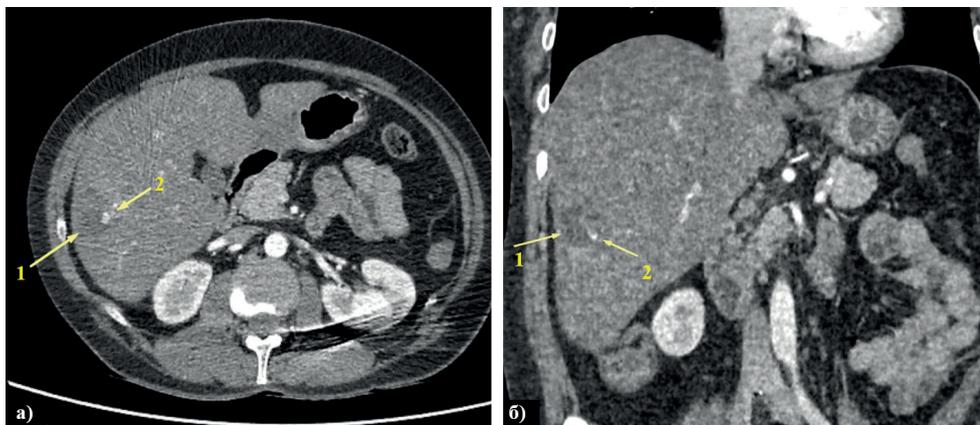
МСКТ органов брюшной полости с контрастированием: а) аксиальная и б) коронарная проекция: разрывы паренхимы печени (1), псевдоаневризма сегментарной артерии правой печеночной ветви с экстравазацией контраста (2).
